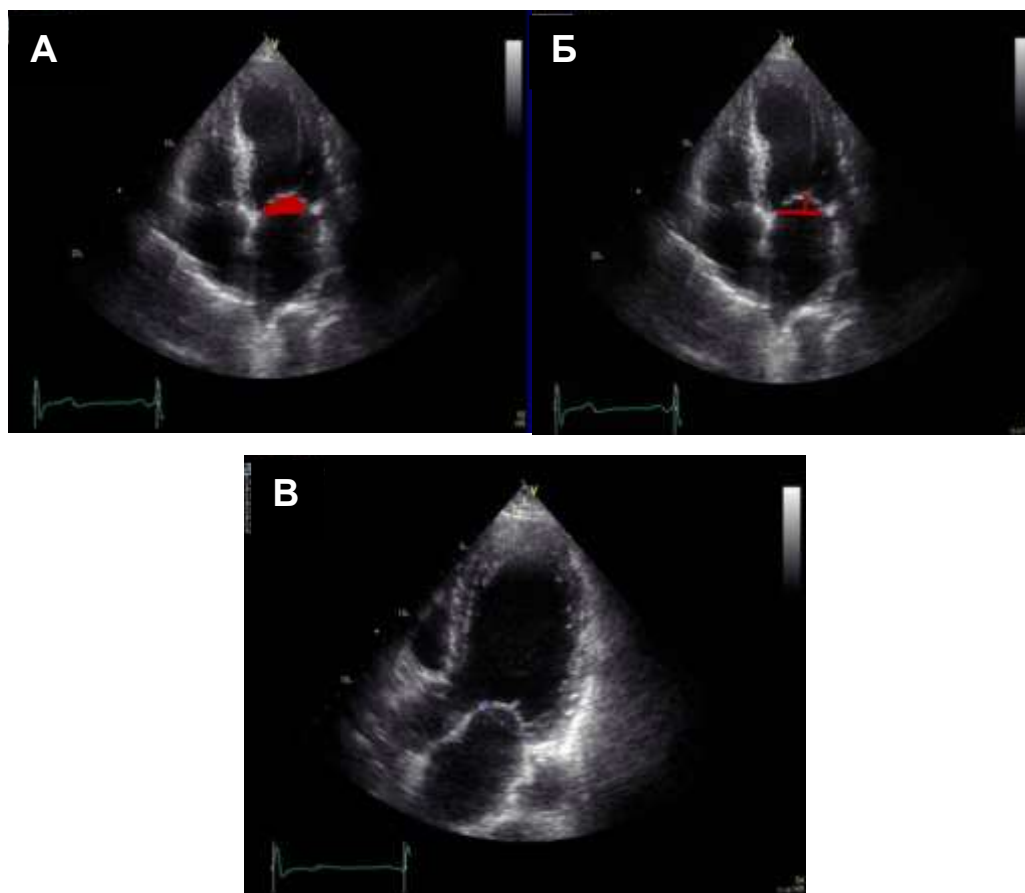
Стандартная трансторакальная эхокардиография. Методика определения тентинга (А), глубины коаптации (Б), длины коаптации (В) створок МК
